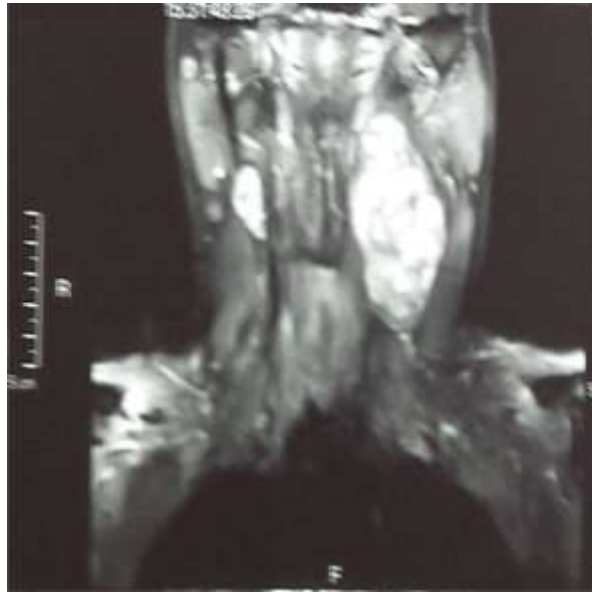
IRM cervicale en coupe coronale T2 objectivant une tumeur de la région rétro-stylienne gauche, siégeant au niveau de l'espace vasculaire, en arrière de l'artère carotide interne et de la veine jugulaire interne, se rehaussant modérément et de façon hétérogène après injection de Gadolinium faisant évoquer en premier un schwannome du X[11].
